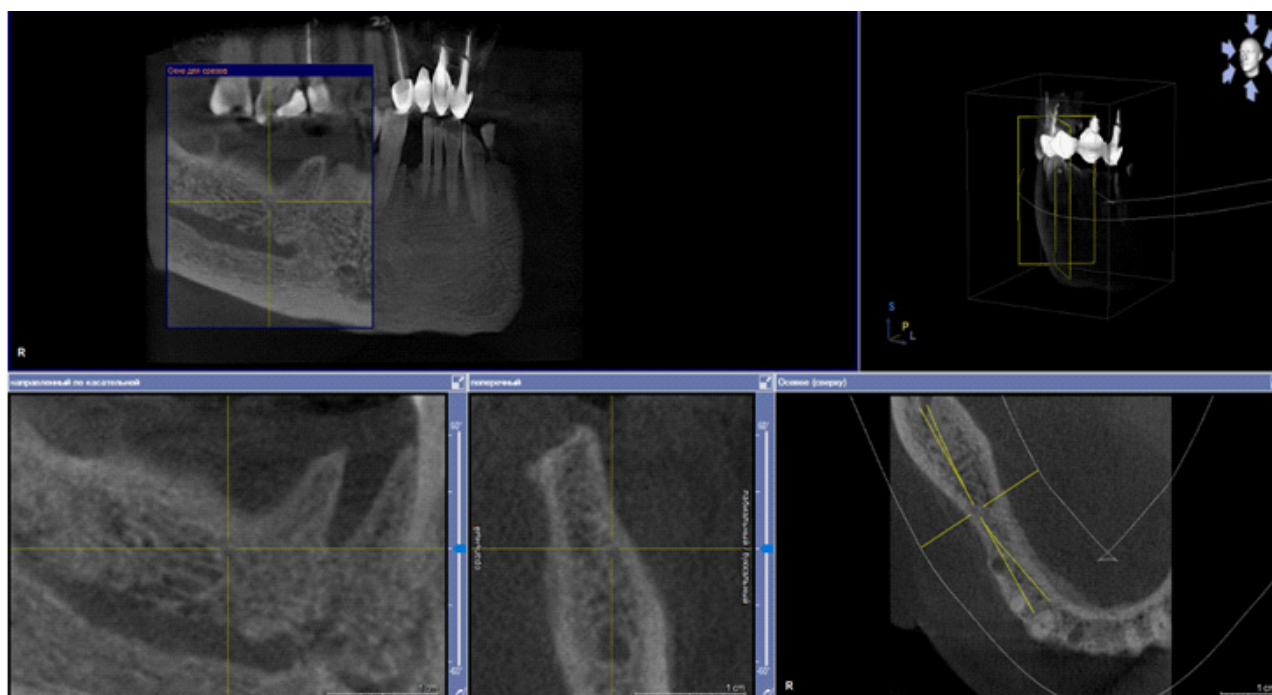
Компьютерно-томографическое исследование на этапе лечения остеонекроза нижней челюсти справа у пациентки Б. в 2023 г.
